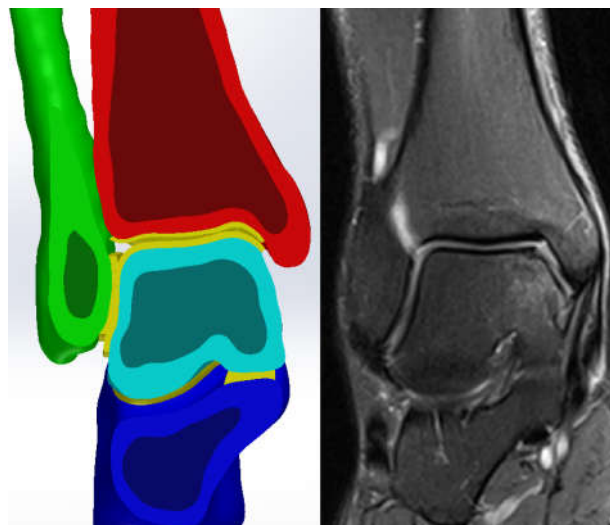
Corte frontal para comparação entre o CAD e a RM
